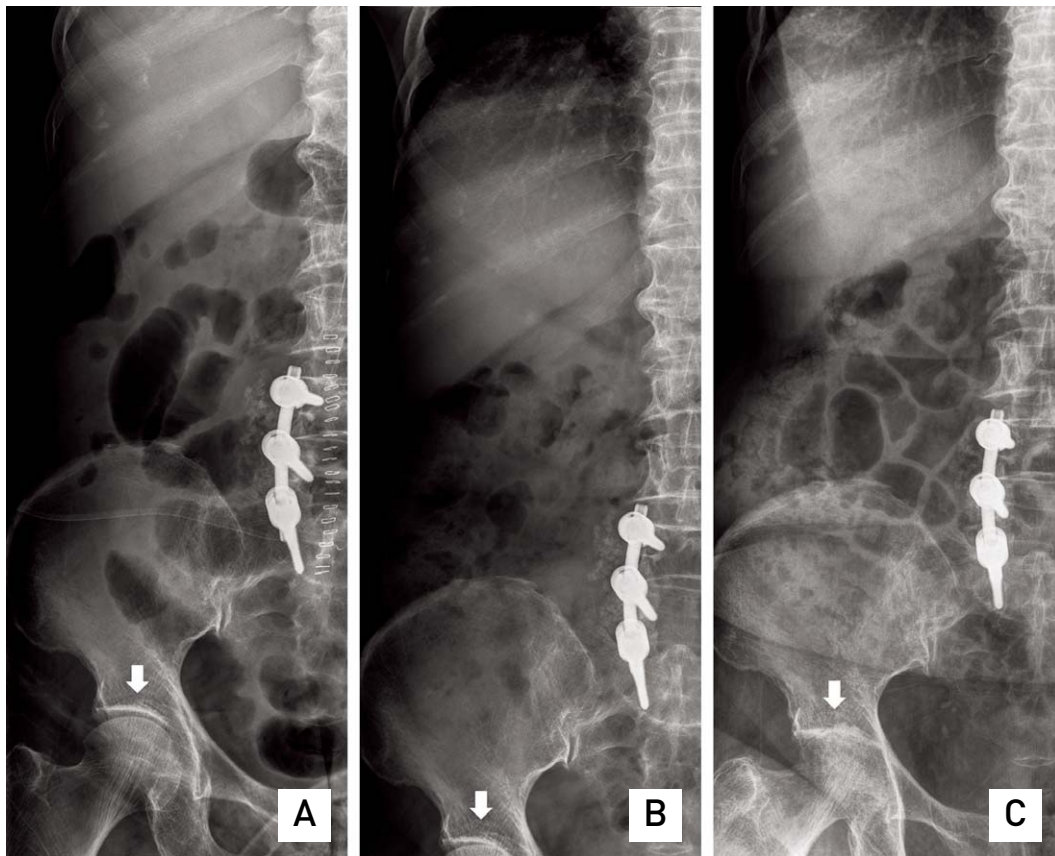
Serial follow up lumbar plain X-rays checked at postoperative (A) 1 day, (B) 4 weeks, and (C) 8 weeks show gradual narrowing and destruction of the hip joint space in the right hip.
